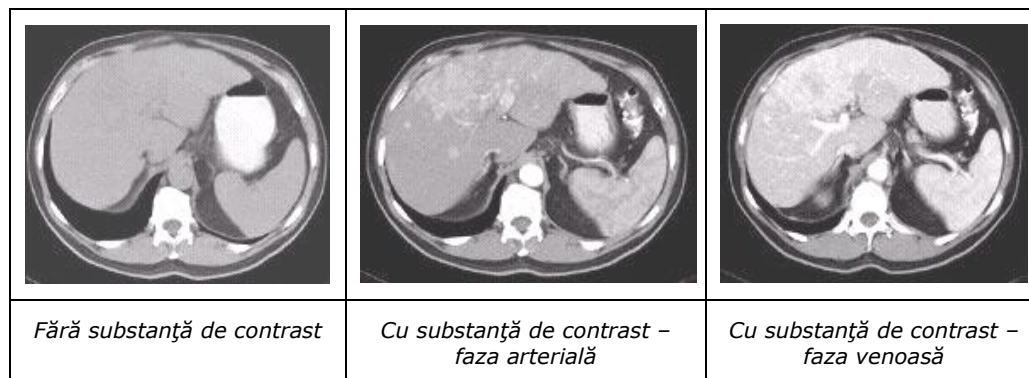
Tomografie computerizată a ficatului și abdomenului
